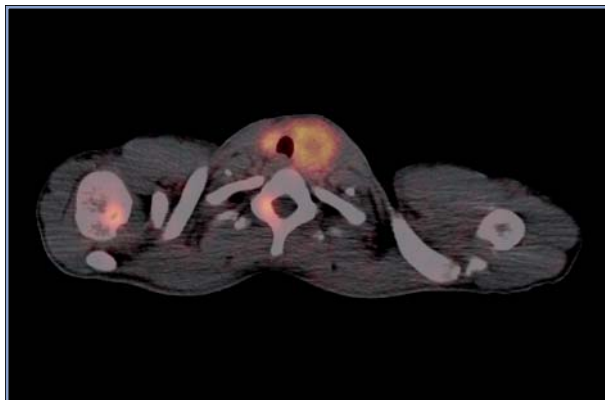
PET/CT con ^{68}Ga DOTATATE. Imagen fusionada transaxial (A) muestra el tumor primario en lóbulo tiroideo izquierdo (cáncer medular de tiroides) y metástasis óseas en columna dorsal y cabeza humeral derecha. Imagen PET y CT de cráneo en proyección coronal y sagital que muestra lesiones osteolíticas con sobreexpresión de receptores de somatostatina correspondientes a metástasis óseas de cáncer medular de tiroides.
